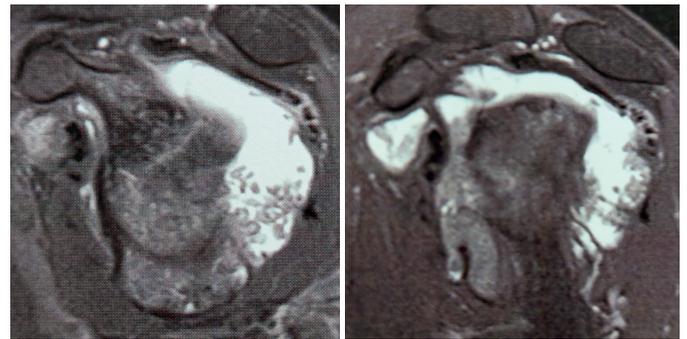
Imagens em T2 do corte sagital da ressonância magnética do ombro esquerdo, evidenciando intensa sinovite e múltiplos corpos livres.
